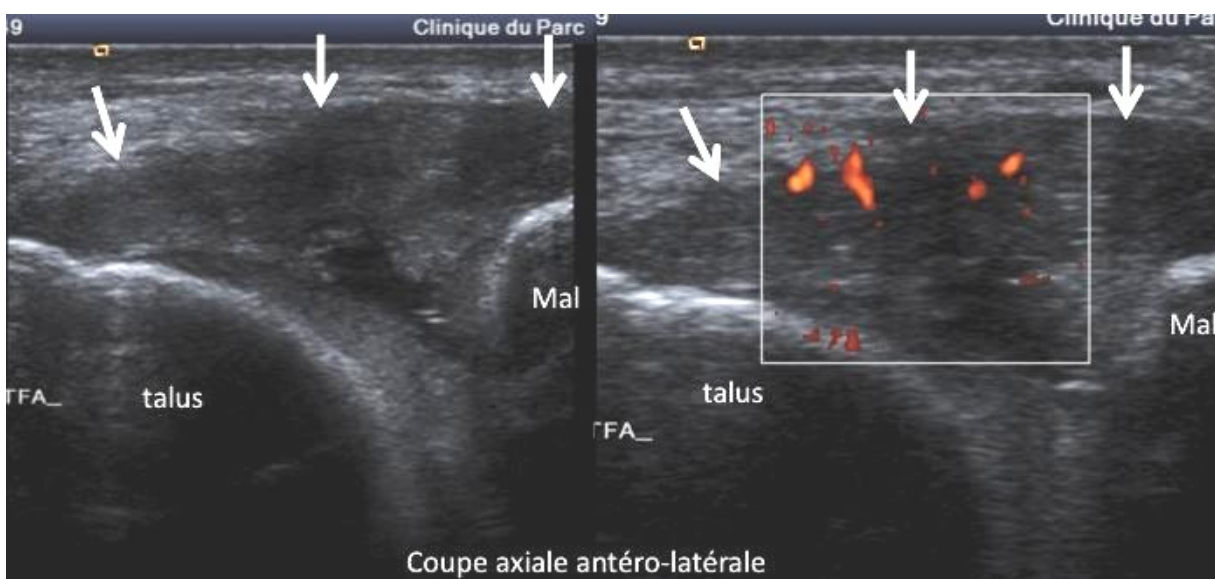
bilan échographique à 9 semaines d'une entorse du ligament talo-fibulaire antérieur, douleurs antéro-latérales persistantes. Aspect de cicatrisation hypertrophique : le ligament est très épaissi et siège d'une hyperhémie en Doppler témoignant d'une cicatrisation encore en cours
